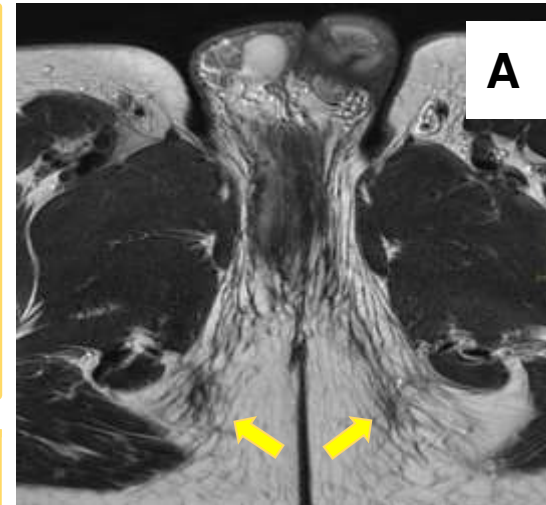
RM de recto: corte axial (A), coronal (B) y sagital potenciados en T2 (C). Se observa infiltración del tejido celular subcutáneo (con alguna zona de aspecto más nodular) del periné por bandas hipointensas en T1 y T2 que sugieren fibrosis.
